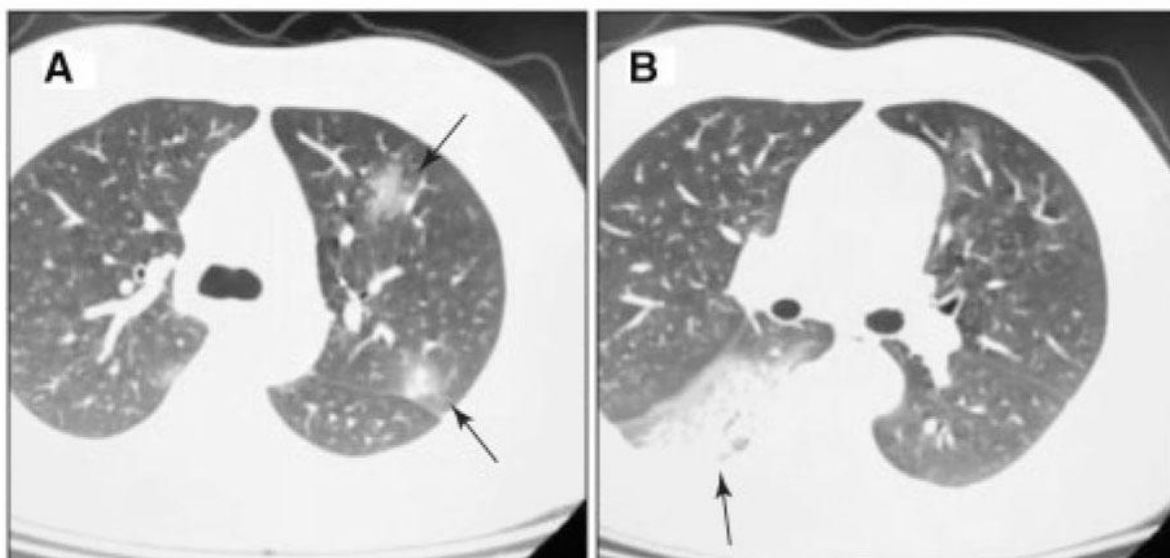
Мультифокальная пневмония у пациента с COVID-19. (А) КТ-изображение легких с изображением двух различных инфильтратов в левой верхней доле (стрелки). (В) Большой, расположенный сзади правой верхней доли, инфильтрат на КТ-изображении грудной клетки (стрелки). Данные были собраны в рамках ретроспективного исследования, в согласии было отказано и сбор этих данных был одобрен местным этическим комитетом города Ухань, Китай. Любезно предоставлено Профессором Dao Wen Wang.
